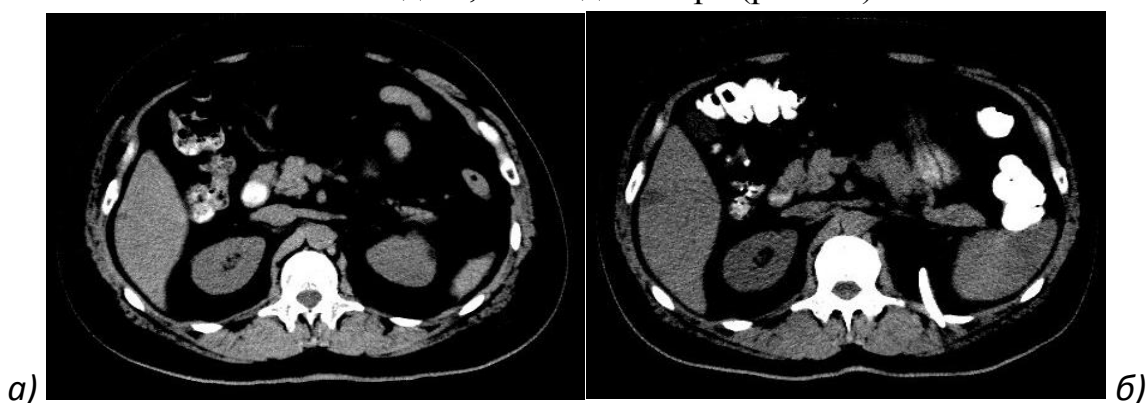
Компьютерные томограммы органов брюшной полости пациентки С.З.П. с диссеминированной формой ГИСО.
